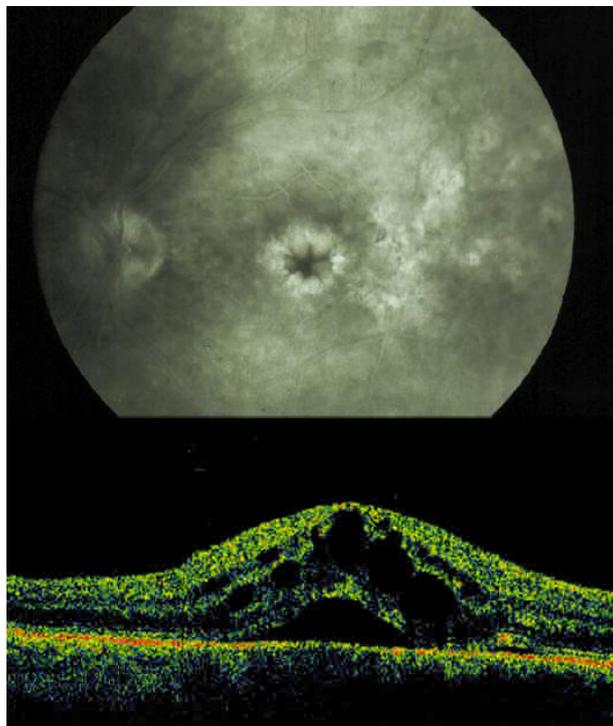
Angiografía con fluoresceína (arriba) y tomografía de coherencia óptica (abajo) de un edema macular cistoide.
